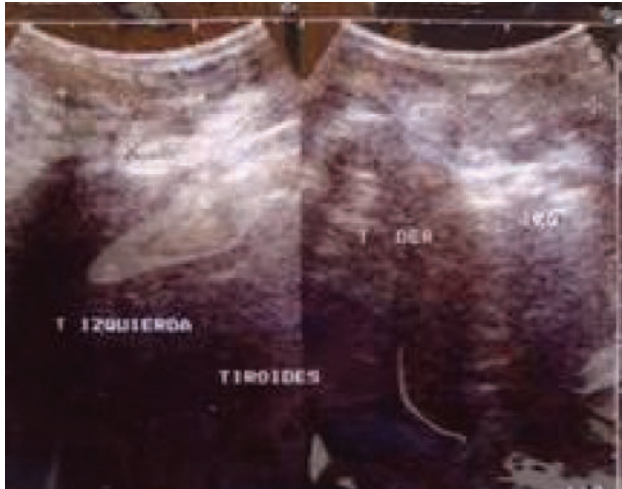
Ecografía tiroidea: imágenes hiperecoicas tumorales en tiroides a predominio derecho.
